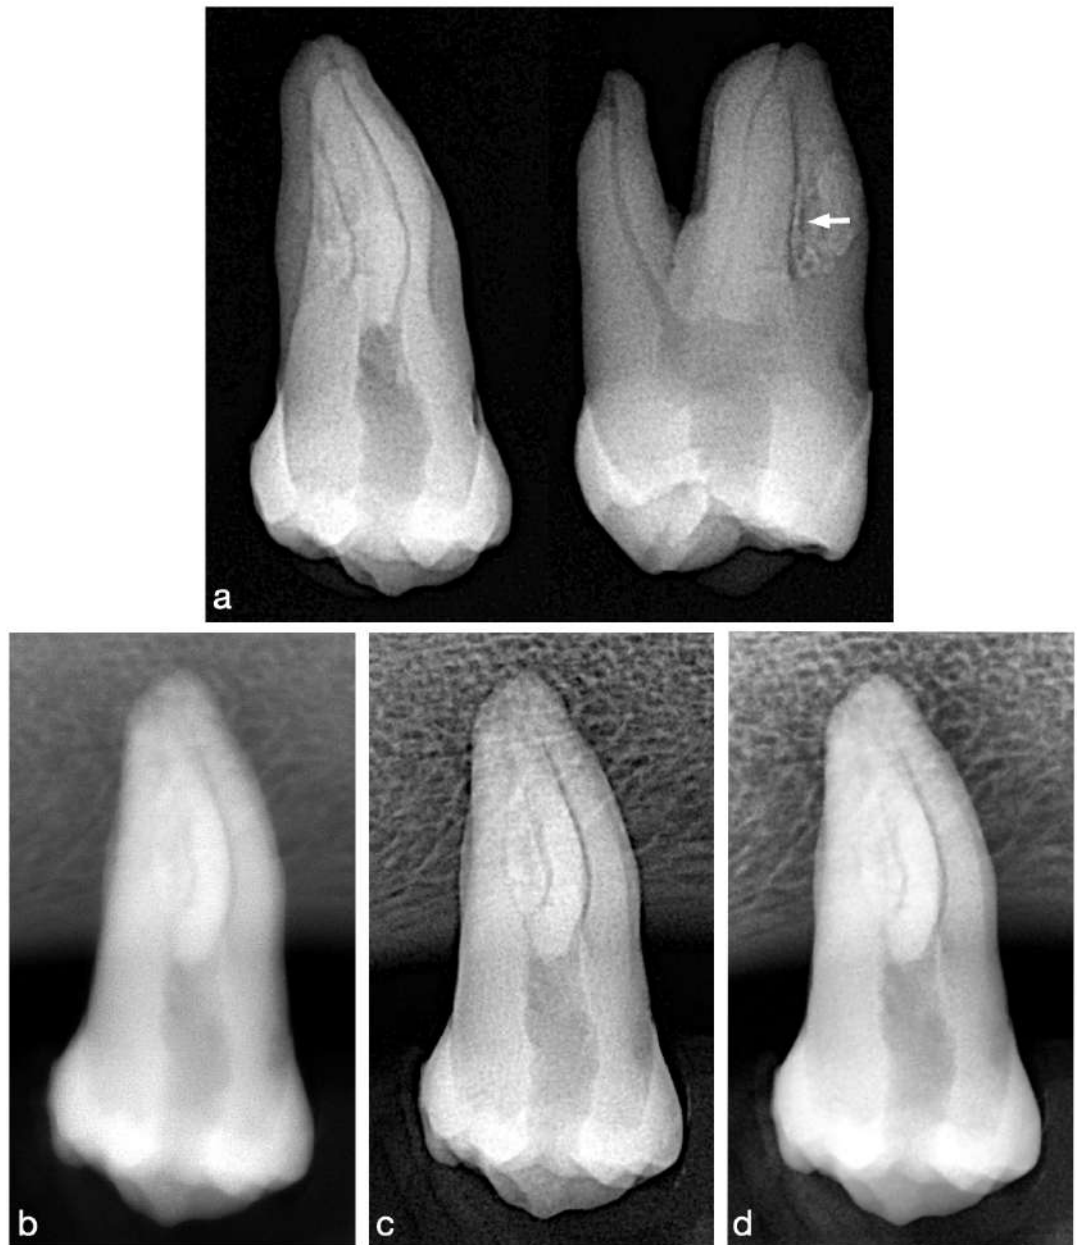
Ejemplo de órgano dental evaluado con presencia de instrumento separado: OD 17, con lima #8 separada en el tercio medio del conducto palatino. a) Radiografías de control con angulación ortorradial y mesiorradial, en las que se observa que la visualización del instrumento separado es limitada debido a la superposición de tejido óseo remanente en el OD (flecha). b) Radiografía periapical tomada con RVG Acteon. e) Radiografía periapical tomada con RVG Eighteeth. f) Radiografía periapical tomada con el RVG Woodpecker.
